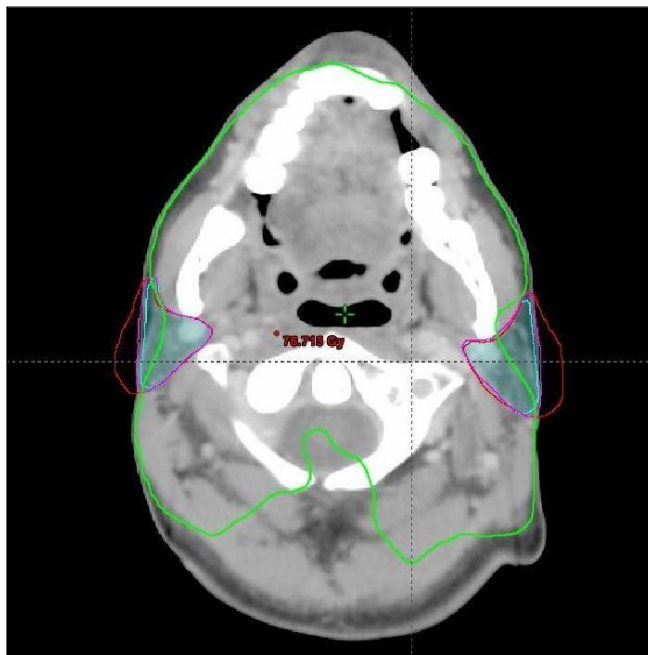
18 Volume des parotides recevant la 30Gy : en rouge : volume sur CT1 ; en Magenta volume sur CT2 ; en cyan : volume sur CT3.
